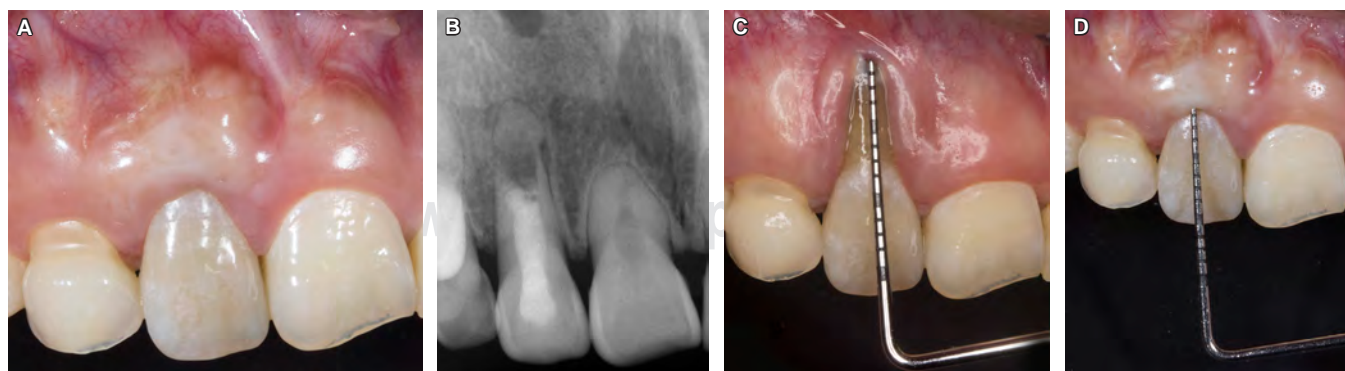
A) Fotografía final, revisión dos años después. B) Radiografía periapical a dos años de haber concluido el tratamiento. C) Sondeo periodontal inicial. D) Sondeo periodontal final.
